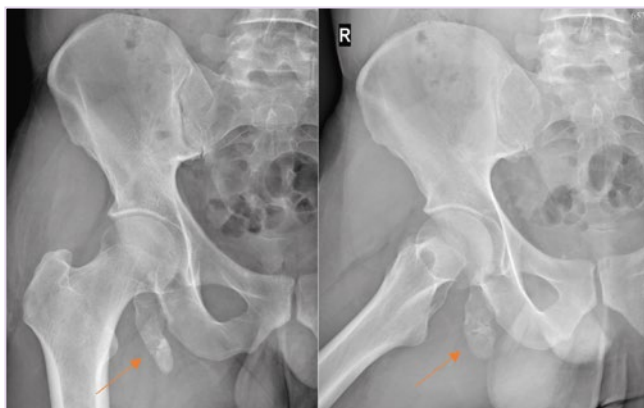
Рентгенография таза в прямой проекции.
